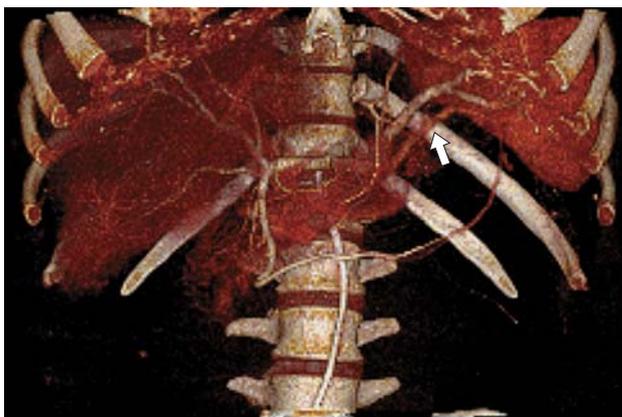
МСКТ-целиакограмма (3D-реконструкция). Стрелкой указана аваскулярная зона в хвосте поджелудочной железы.
